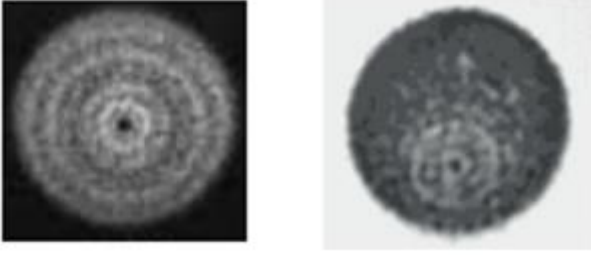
Jaszczak SPECT total performans fantom görüntüsü (6)
